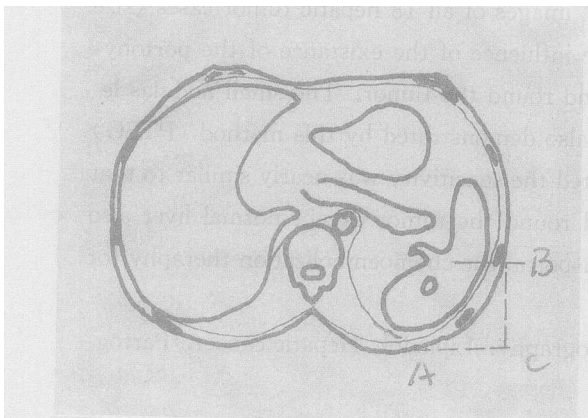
为 T₁₂-L₁ 层 CT 图; B 为拟穿刺点, OB 为穿刺深度, BC 为进针点与床面距离。
